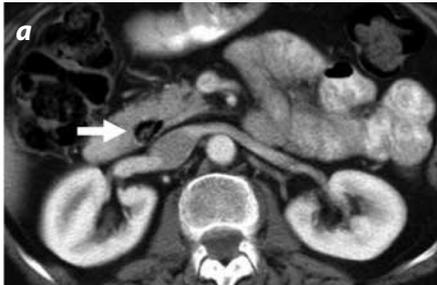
(a, b). Cortes axiales de TC de un paciente que presenta un divertículo en la segunda porción del duodeno con contenido aéreo y restos alimenticios (flechas blancas); el divertículo no se asocia a complicaciones.
